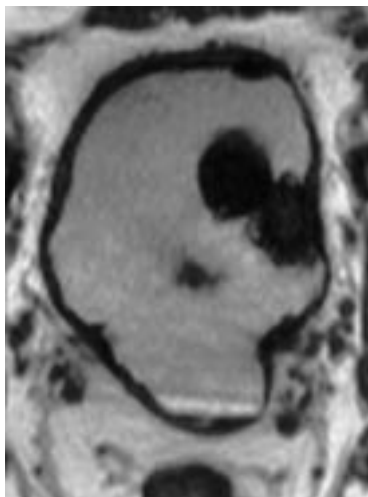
MRT T1w axial. Harnblasenkarzinom. Polypöse Raumforderung der linken Seitenwand (Nebenbefund: Ballonkatheter). Das Lumen der Harnblase ist mit KM gefüllt und daher in T1w signalreich.
